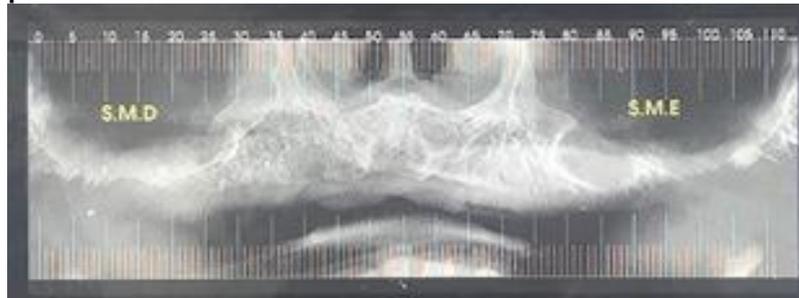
Exame Pré-Operatório: Tomografia/maxila: cortes parasagittais
